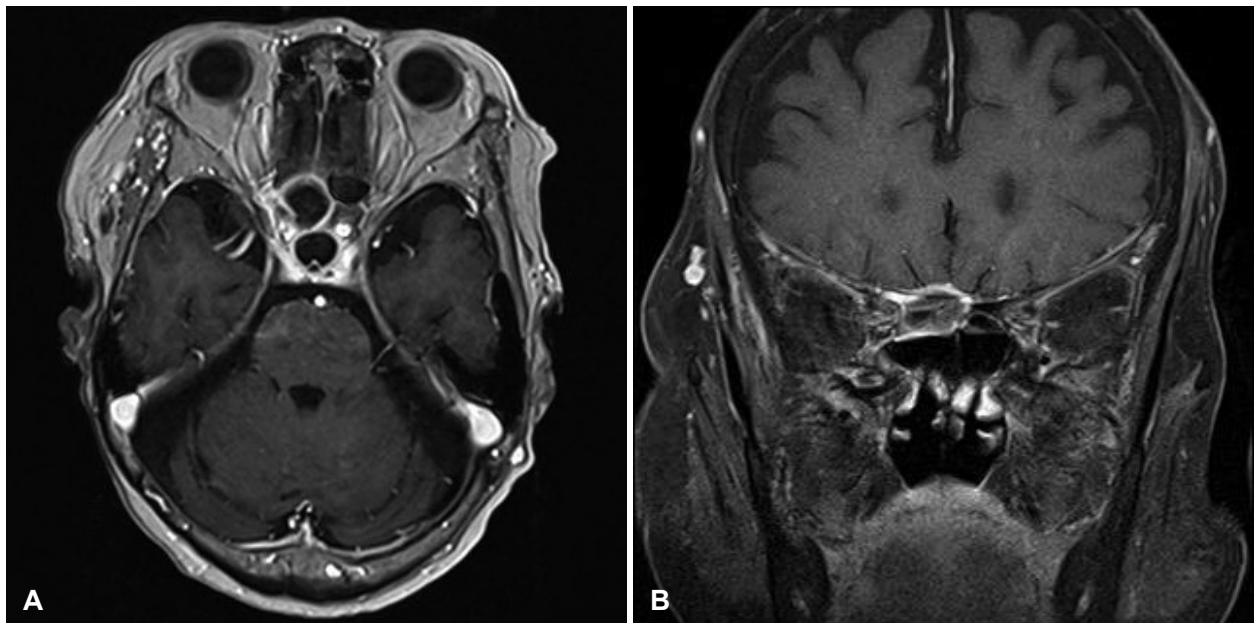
Preoperative brain MRI. MRI revealed a mass like lesion showing low-signal intensity in the right posterior ethmoid sinus. Regional mild enhancement was visible at right orbital apex (A). Suspicious epidural inflammation is observed (B).
